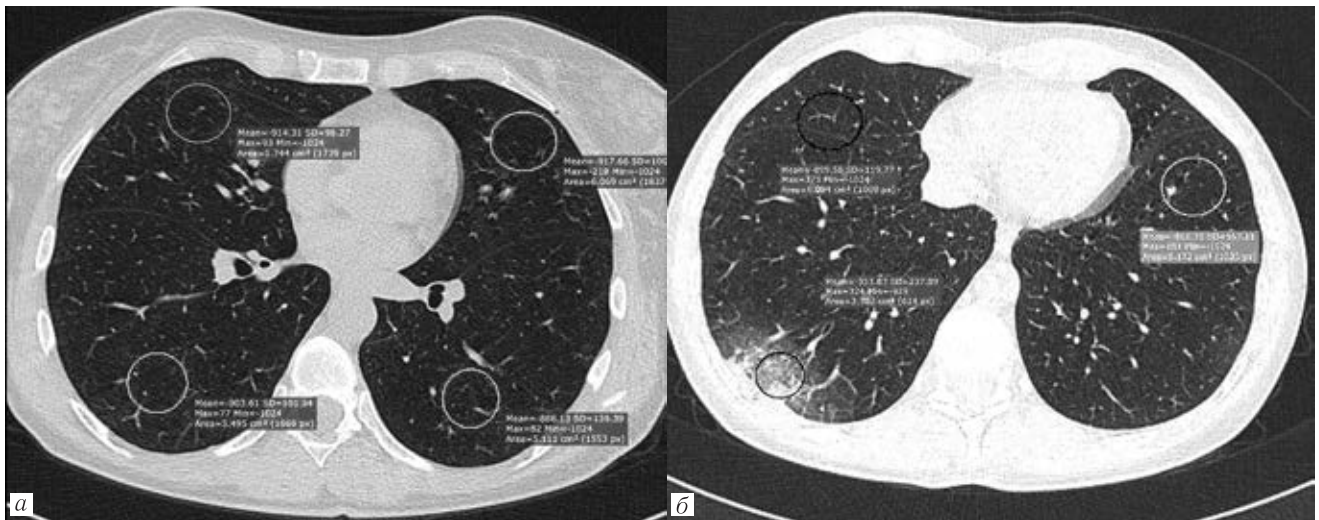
Больная К., 68 лет. Диагноз: COVID-19. КТ органов грудной клетки (протокол Thorax). Аксиальные срезы: *a* — 4-й день болезни, поступление в стационар. Очагового и инфильтративного поражения легочной ткани не определяется, рентгеновская плотность легких находится в диапазоне от $-888,13$ ед. HU (в нижних долях) до $-917,66$ ед. HU (в верхних долях). КТ-0; *б* — контрольное исследование на 6 сутки пребывания в стационаре. В нижнебазальных отделах правого легкого определяется характерный КТ-признак пневмонии при COVID-19 со снижением рентгеновской плотности очага до $-353,87$ ед. HU. КТ-1
